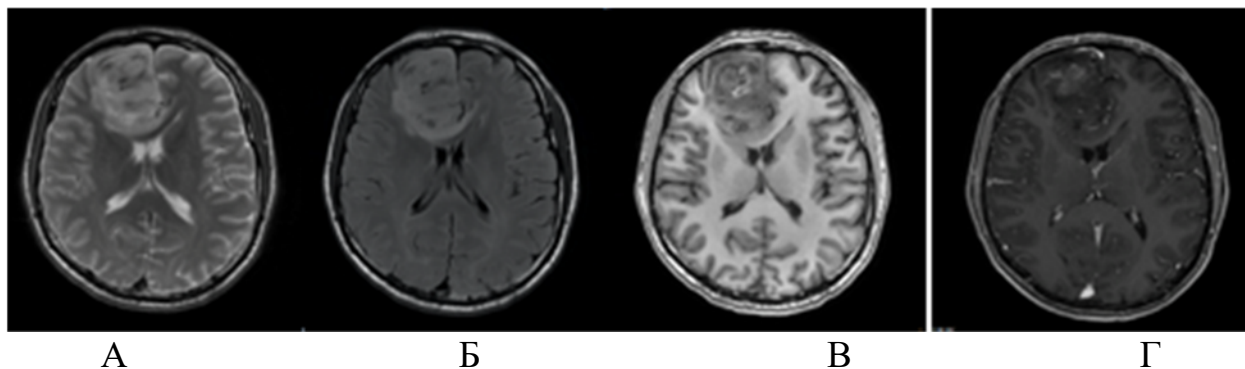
МРТ пациента до операции в режимах: А – T2WI, Б – T2-FLAIR, В – T1WI, Г – T1WI с контрастным усилением
